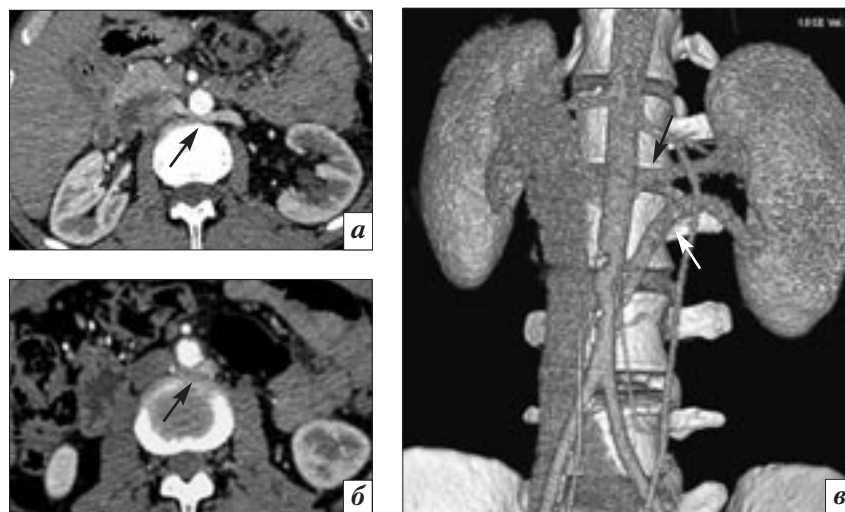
Пациент 46 лет, обследован в связи с выявленной при диспансеризации микрогематурией. КТ-ангиография (венозная фаза): а, б – аксиальные изображения; в – 3D-реконструкция: визуализируются две ретроаортальные ЛПВ (стрелки), компримированные на уровне аортоverteбрального промежутка
